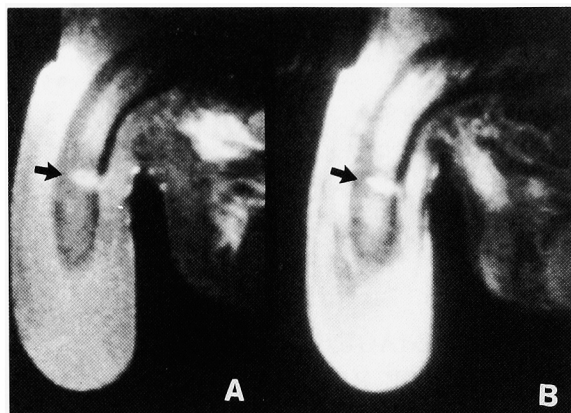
MRI (sagittal plane) reveals a tear in the tunica albuginea on the right side of penile shaft (A: T1-weighted image. B: T2-weighted image).
